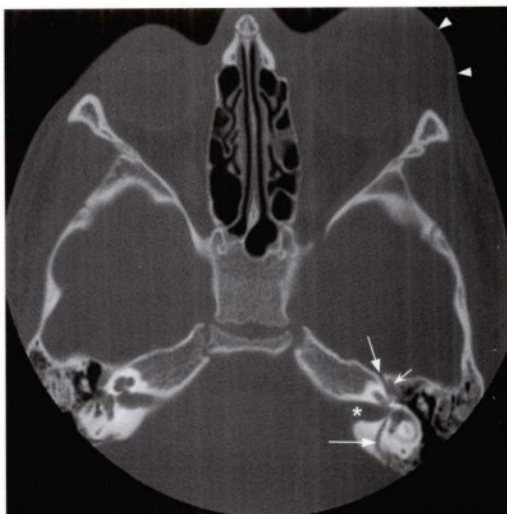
颅底层面横断位骨窗CT平扫显示横向颞骨骨折（直箭头）累及左侧内听道基底（星号）及面神经管并延伸至膝状窝（凹箭头）。该骨折累及听软胶囊，并通过面神经的路径。注意左侧眶周软组织肿胀（无尾箭头），符合近期创伤表现。
